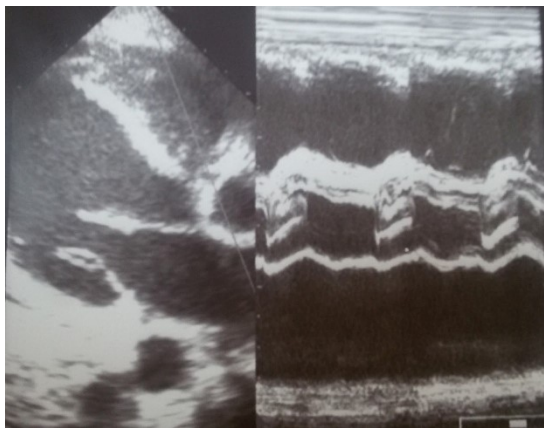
Echographie doppler cardiaque objectivant des végétations du versant ventriculaire de la valve aortique.
